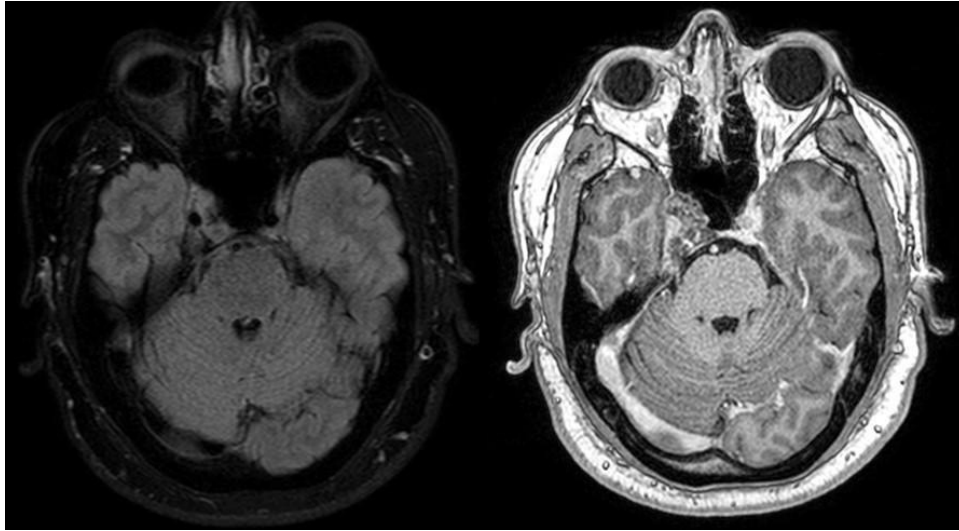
La lesión es isointensa en FLAIR y tiene ligero realce heterogéneo con el gadolinio.
